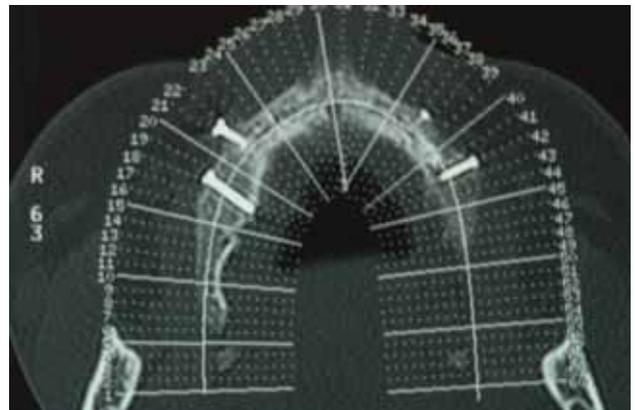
TAC, corte axial en el que se visualiza el volumen óseo conseguido.
